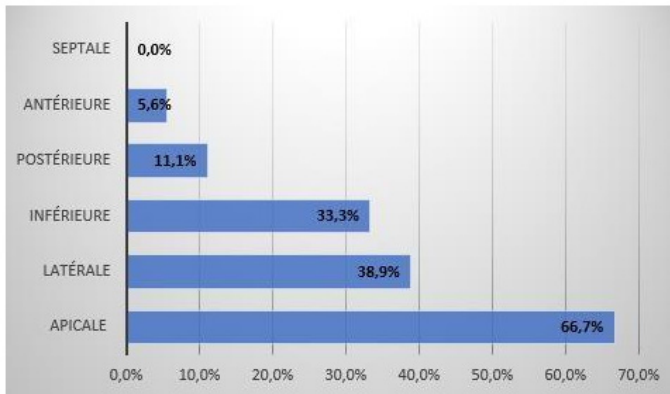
Localisations préférentielles de la NCVG à l'échographie cardiaque
